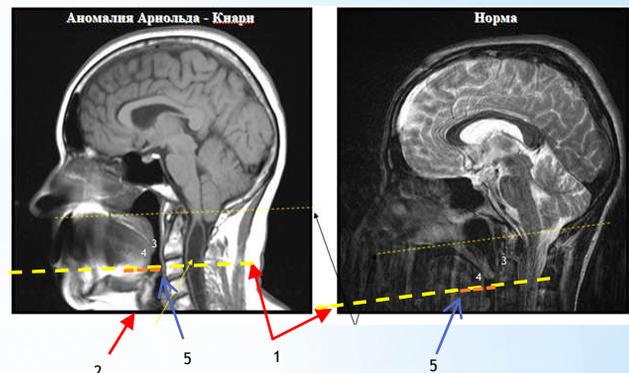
Компьютерная томография головного мозга. 1 - линия Чемберлена, 2 - сириномиелическая киста, 3 - мозжечок, 4 - продолговатый мозг, 5 - большое затылочное отверстие
